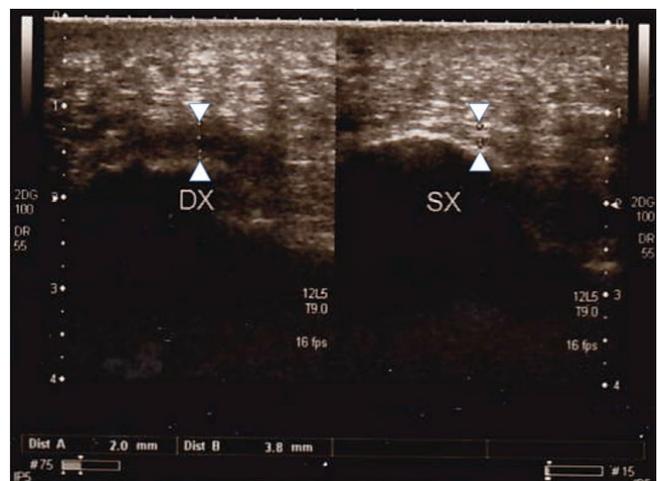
Ecografia caso clinico 2 prima del trattamento: Ispessimento ed accentuata ipoecogenicit  dell'inserzione calcaneare della fascia plantare come da fascite dx.
